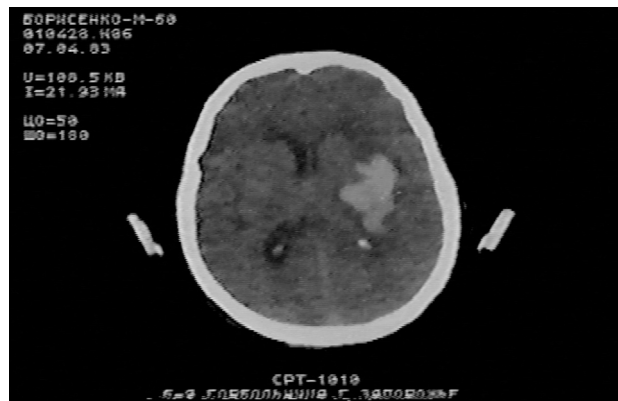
Компьютерная томограмма больного с латеральной гематомой при избирательном поражении базальных ганглиев
